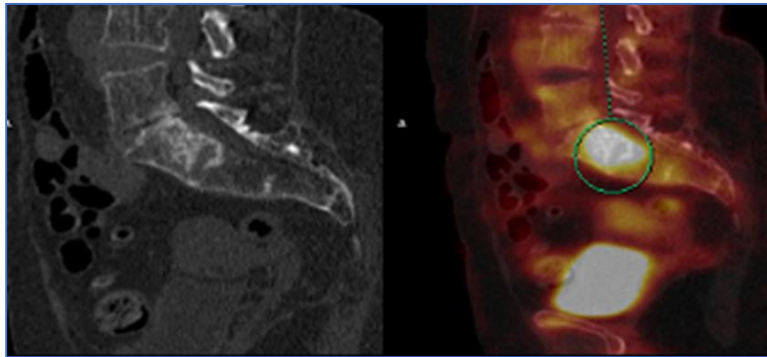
Foyer osseux hypermétabolique sur la TEP/TDM (SUV max=8.25) au niveau du sacrum en rapport avec une lésion de nature mixte.
